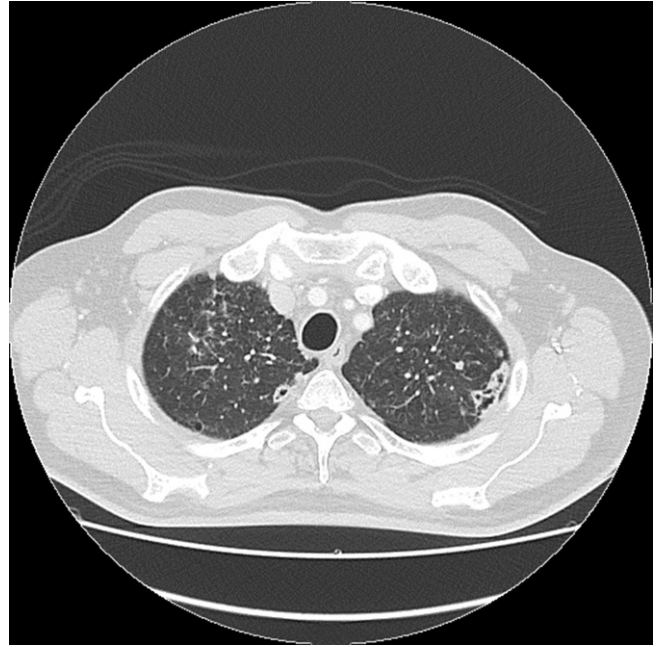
▲ Computertomographie des Thorax im April 2019 mit nun einschmelzenden Läsionen beider Oberlappen. (Mit freundl. Genehmigung, © Institut für Radiologie und Nuklearmedizin Bremerhaven, IRNB, alle Rechte vorbehalten)
